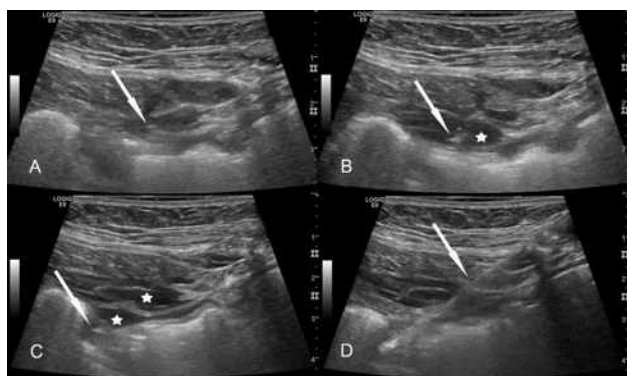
超声引导下局部生理盐水推注形成透声窗技术进行腹腔穿刺置管
